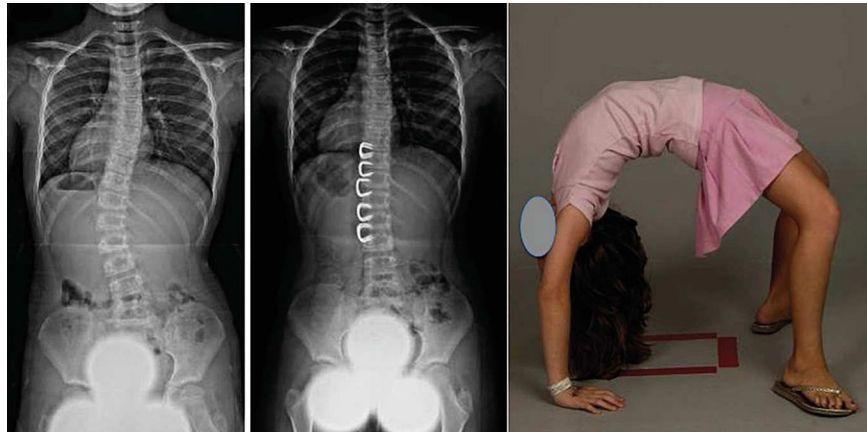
Radiologisches und funktionelles Ergebnis nach Vertebral Body Stapling. Links: Präoperatives Röntgenbild mit einer 38° Skoliose bei einem 8-jährigen Mädchen. Mitte und rechts: Ergebnis ein Jahr postoperativ.
